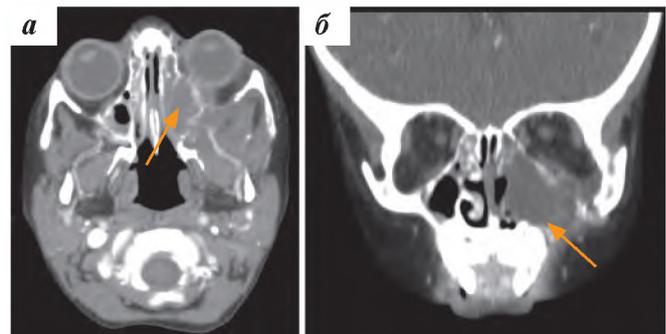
Пациент № 4, ЛБ. КТ: а – аксиальная плоскость, артериальная фаза. В левой орбите патологические ткани, глаз смещен кпереди, медиальная стенка левой орбиты деструктивно изменена; б – корональная плоскость, мультипланарная реконструкция, артериальная фаза. В левой верхнечелюстной пазухе опухолевые ткани, разрушающие нижнюю стенку глазницы и альвеолярный отросток верхней челюсти
